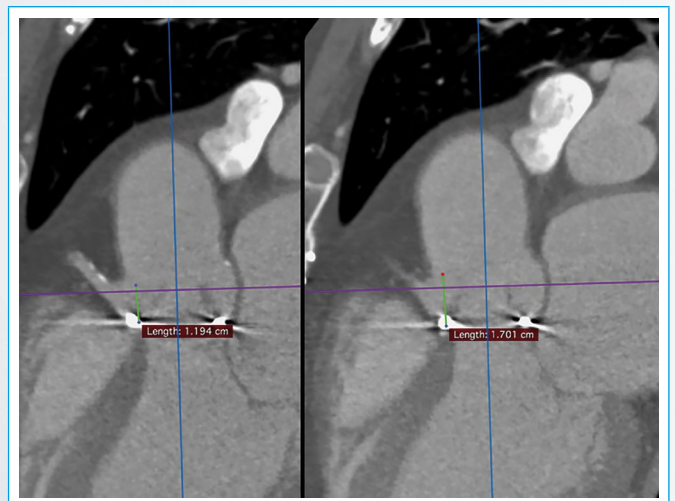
Corte sagital de TC a nivel de raíz de aorta. Medición de distancia desde anillo aórtico a porción superior del cuadro protésico (1,2 cm) y al *ostium* coronario (1,7 cm), con una diferencia aceptable de 0,5 cm
